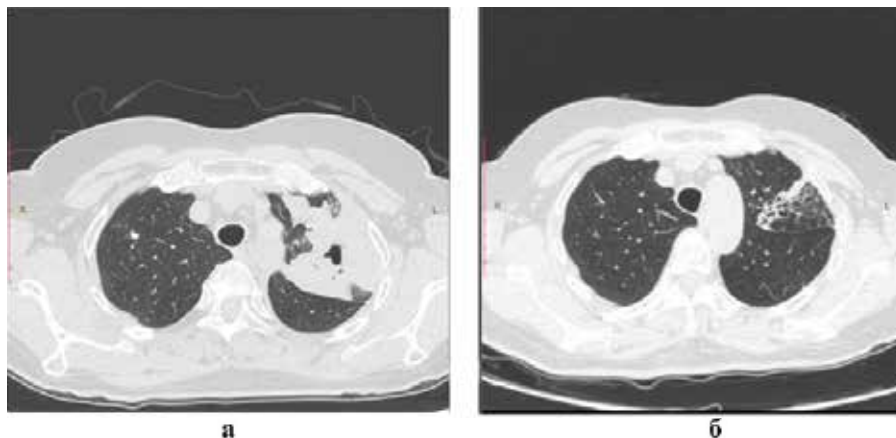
Рентгенологическая картина пациентки. а – до лечения, б – после лечения
